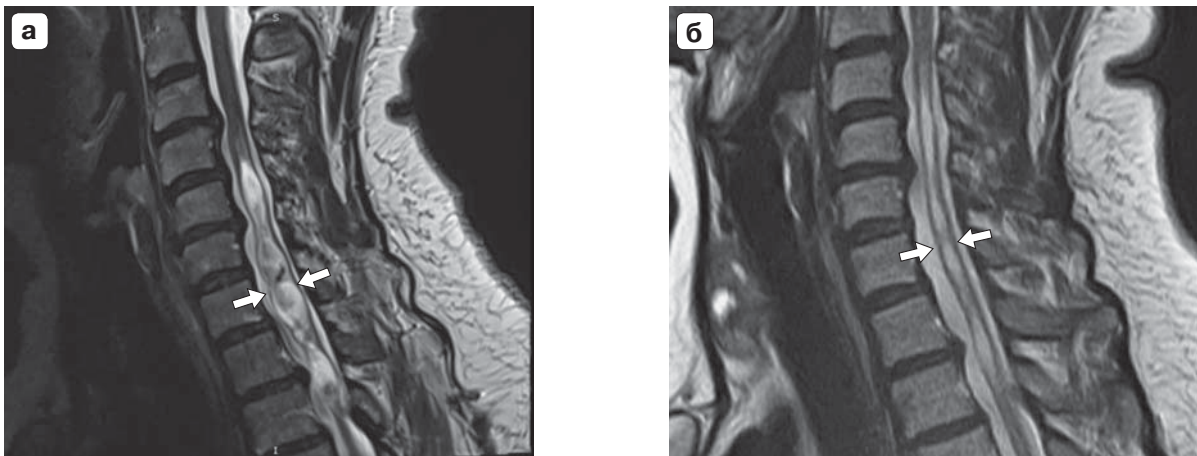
Сирингомиелическая полость на МР-томограммах до и после оперативного вмешательства. а – Т2ВИ, выполненное перед оперативным вмешательством, сагиттальная плоскость. Стрелками указана сирингомиелическая полость, занимающая практически весь объем позвоночного канала; б – Т2ВИ, выполненное после оперативного вмешательства, сагиттальная плоскость. Стрелками указано значительное уменьшение сирингомиелической полости и расширение переднего дурального пространства.
